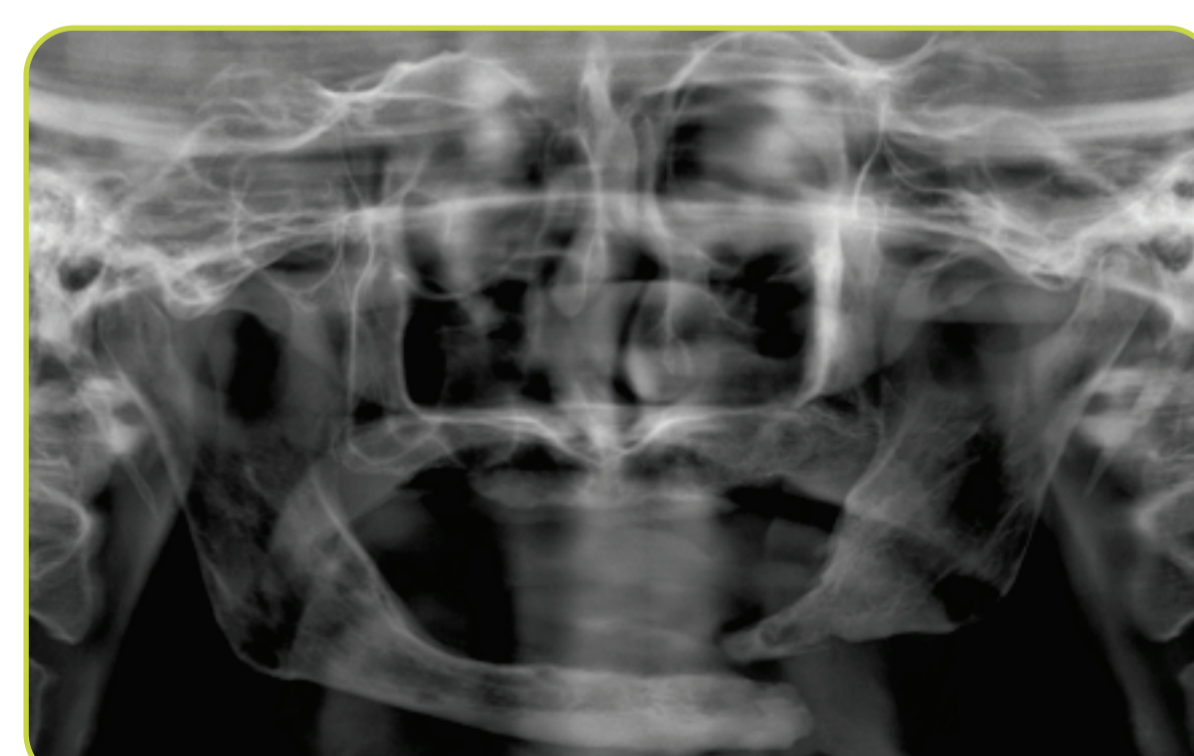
Radiografia panorâmica após 7 meses do diagnóstico de fratura mandibular.
